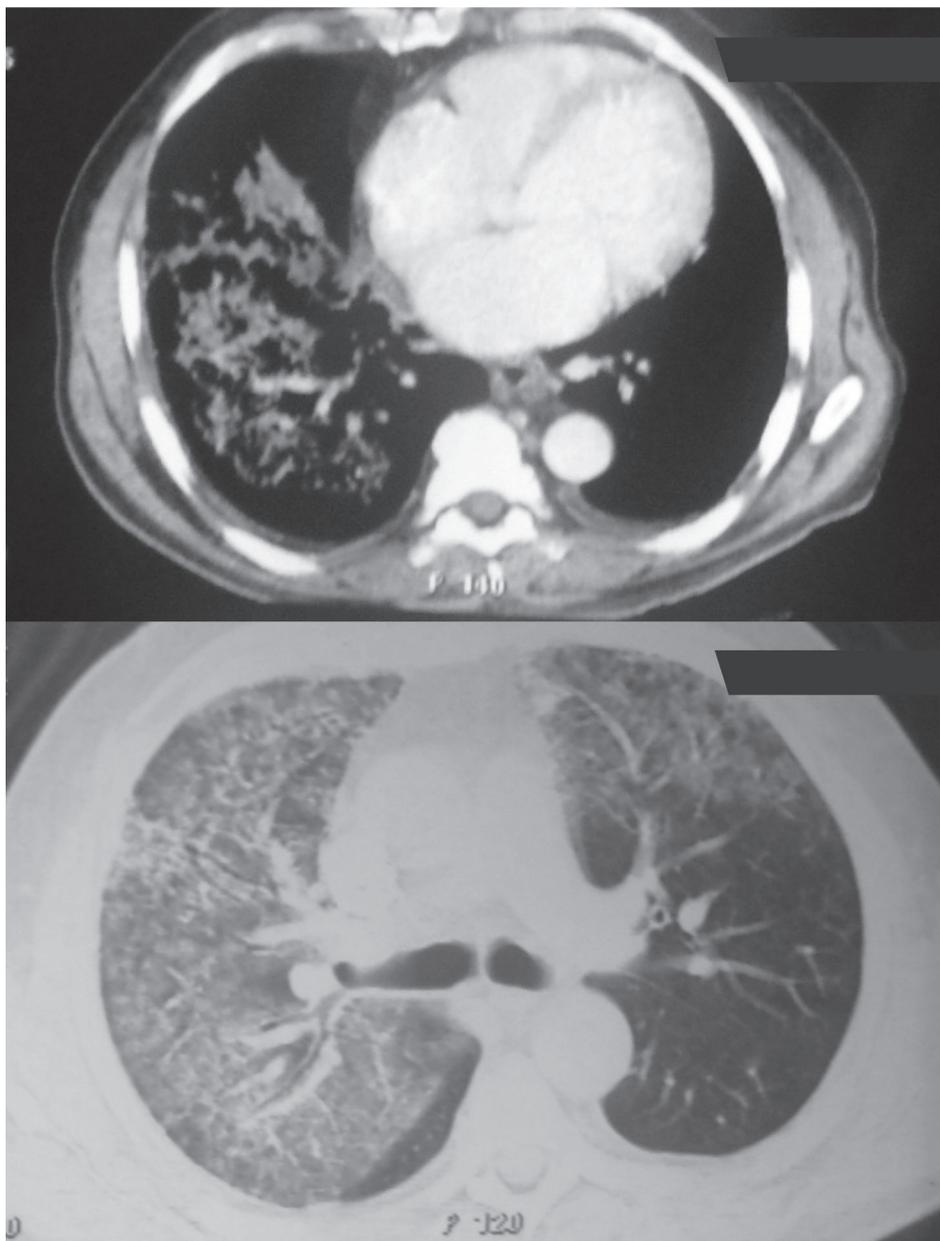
Imagem de TC mostrando atenuação em vidro fosco, com predomínio no lado direito e aumento discreto da área cardíaca.
